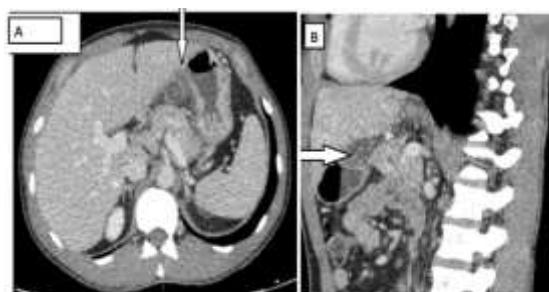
Appendagite épiploïque épigastrique. Coupe TDM axiale (A) et reconstruction sagittale (B) après injection au temps portal retrouvant une infiltration arrondie du petit omentum (Flèche) faisant évoquer dans ce contexte une appendagite épiploïque.
